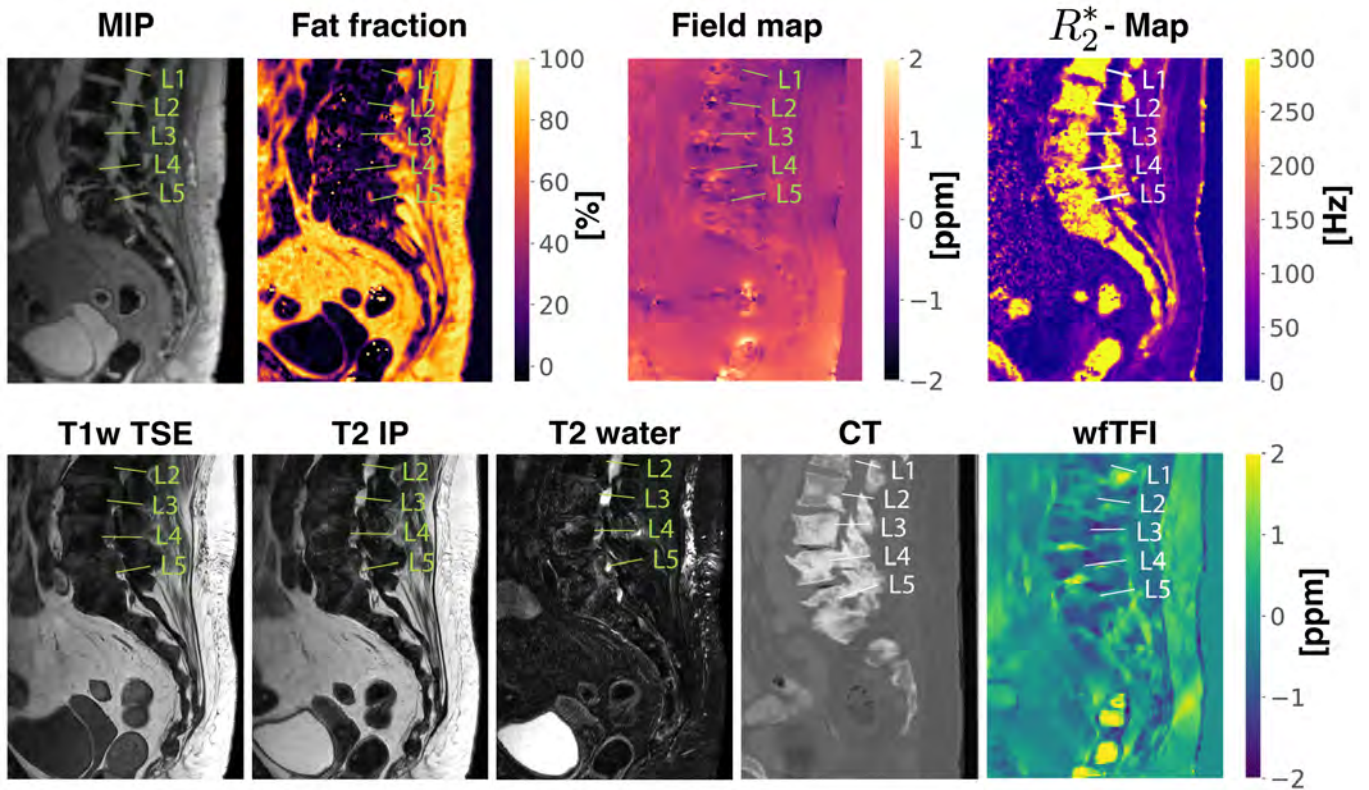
Results of water-fat imaging (first row), clinical T1w TSE, T2 IP, T2 water, CT, and QSM (second row) in a female patient diagnosed with breast cancer and mainly osteoblastic bone metastases along the displayed lumbar spine. In detail, the osteoblastic components in the vertebrae L3-L5 according to CT show T1- and T2-hypointense correlates, which are in good agreement with the results of the wfTFI QSM method that show diamagnetic values in the specific regions.
